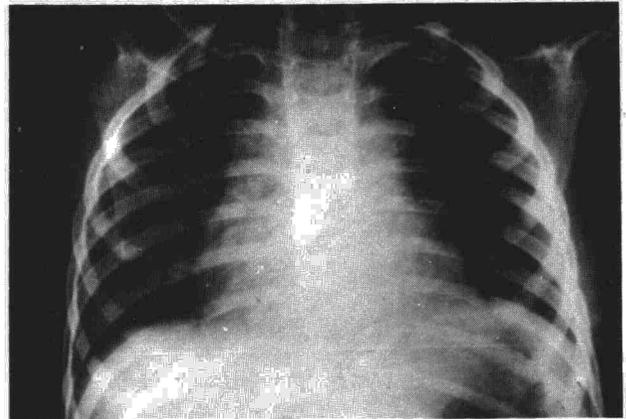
Radiografía PA de tórax postoperatoria: normal.
